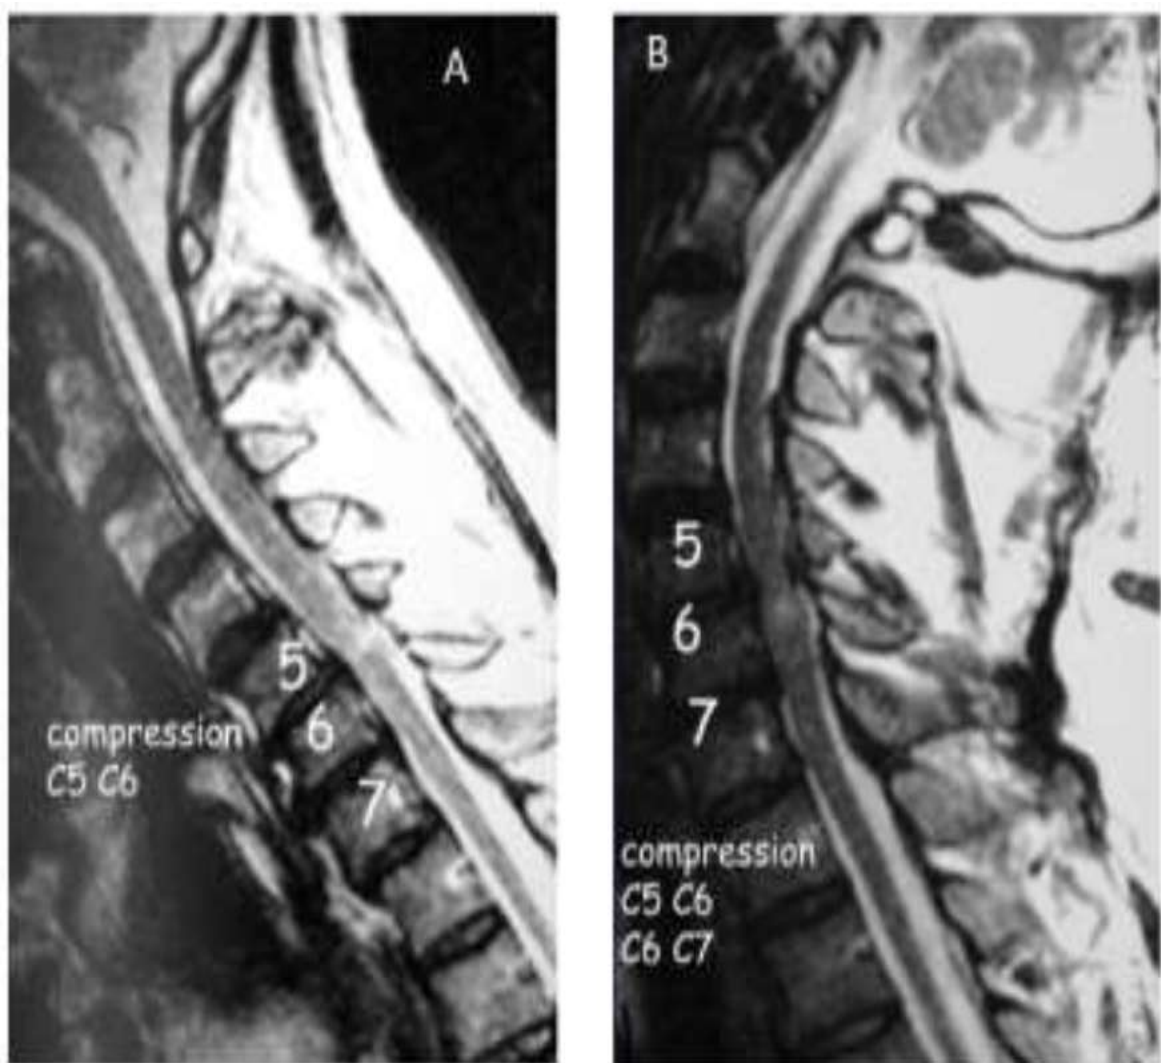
IRM dynamique du rachis cervical en coupes sagittales pondérées en T2 ; la majoration de la sténose canal aire en hyper extension (B) et sa réduction en hyper flexion (A).
